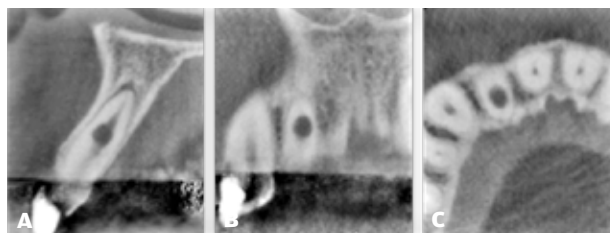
CBCT-optagelse, der viser en cirkulær translucent udvidelse af rodkanalen samt en translucent zone apikalt på 2+. Sagittal plan (A), frontalt plan (B) og aksialt horisontalt plan (C). Den maksimale udvidelse, der gengives her, har ikke perforation til omkringliggende knogle.
